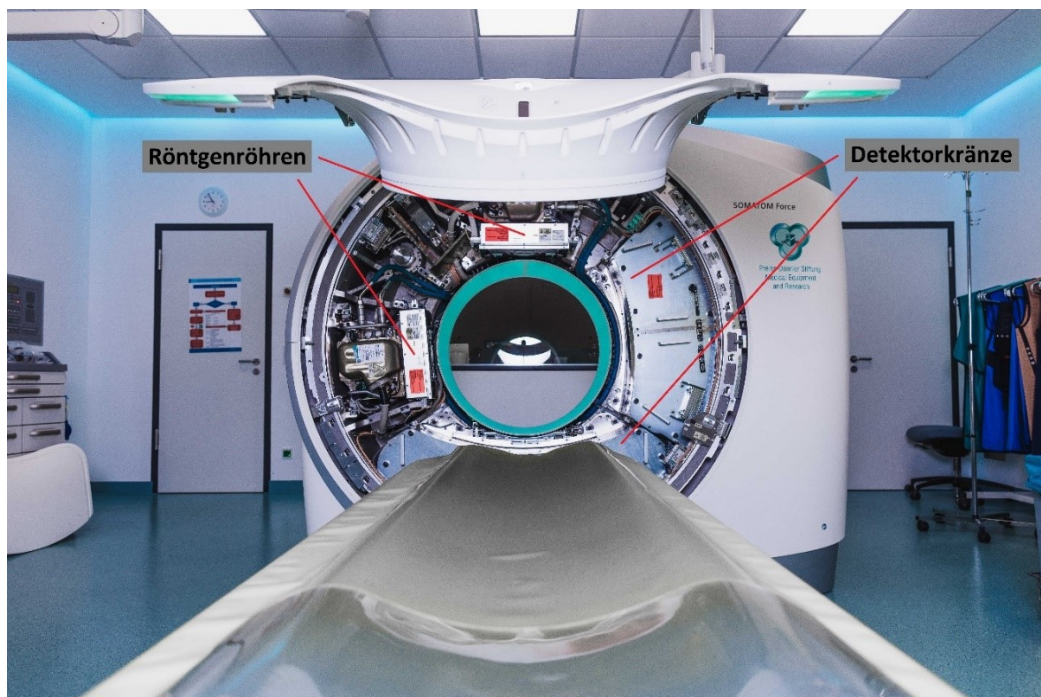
Dual-Source-Computertomograph der dritten Generation (Somatom Force, Siemens Healthineers, Erlangen, Deutschland) mit geöffneter Gantry. In diesem Computertomographen befinden sich jeweils zwei um 90° versetzte Röntgenröhren bzw. Detektorkränze.
